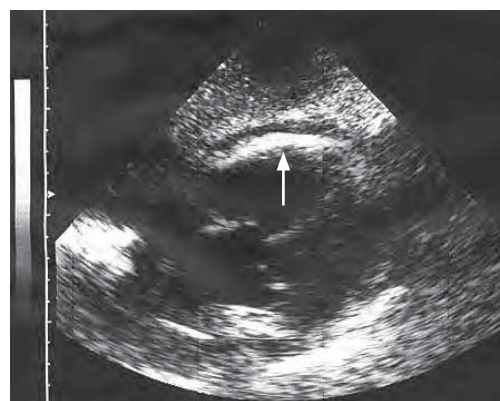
/17. Ecocardiograma transtorácico. Plano subcostal de cuatro cámaras. La flecha señala el pericardio engrosado y calcificado (eco grueso y brillante correspondiente al pericardio visceral anterior).
